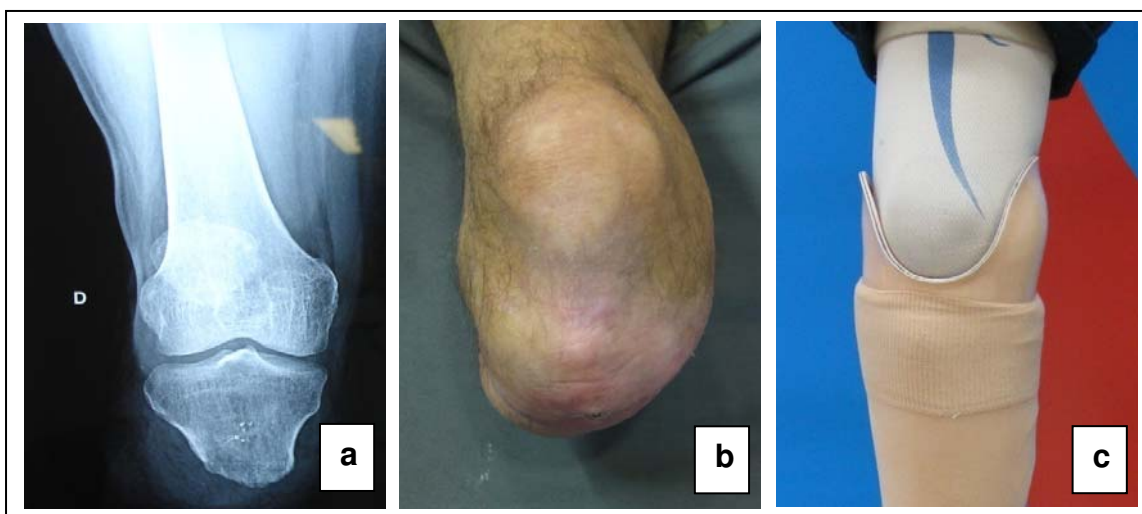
Radiografia em AP em coto transtibial extremamente curto sem cabeça da fíbula
